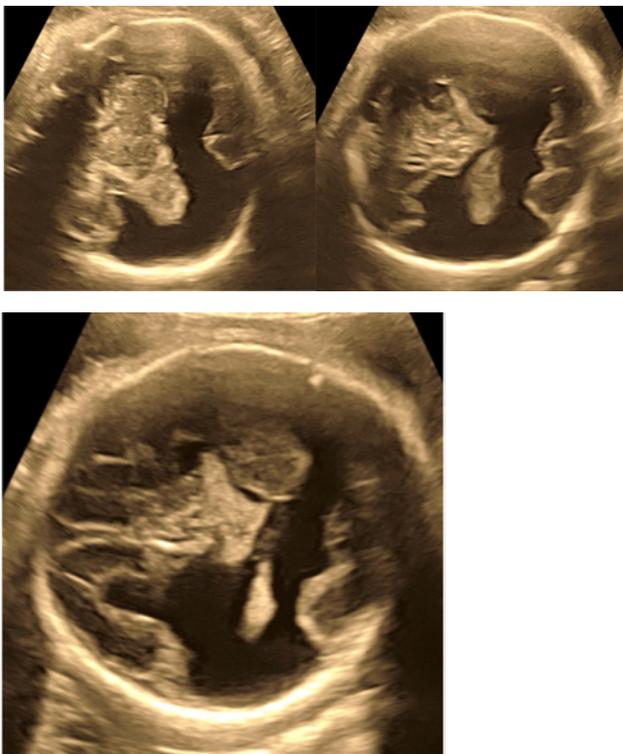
Imágenes ultrasonográficas exhiben área anecoica en región del lóbulo parietal bilateral (esquizencefalia tipo II bilateral).
